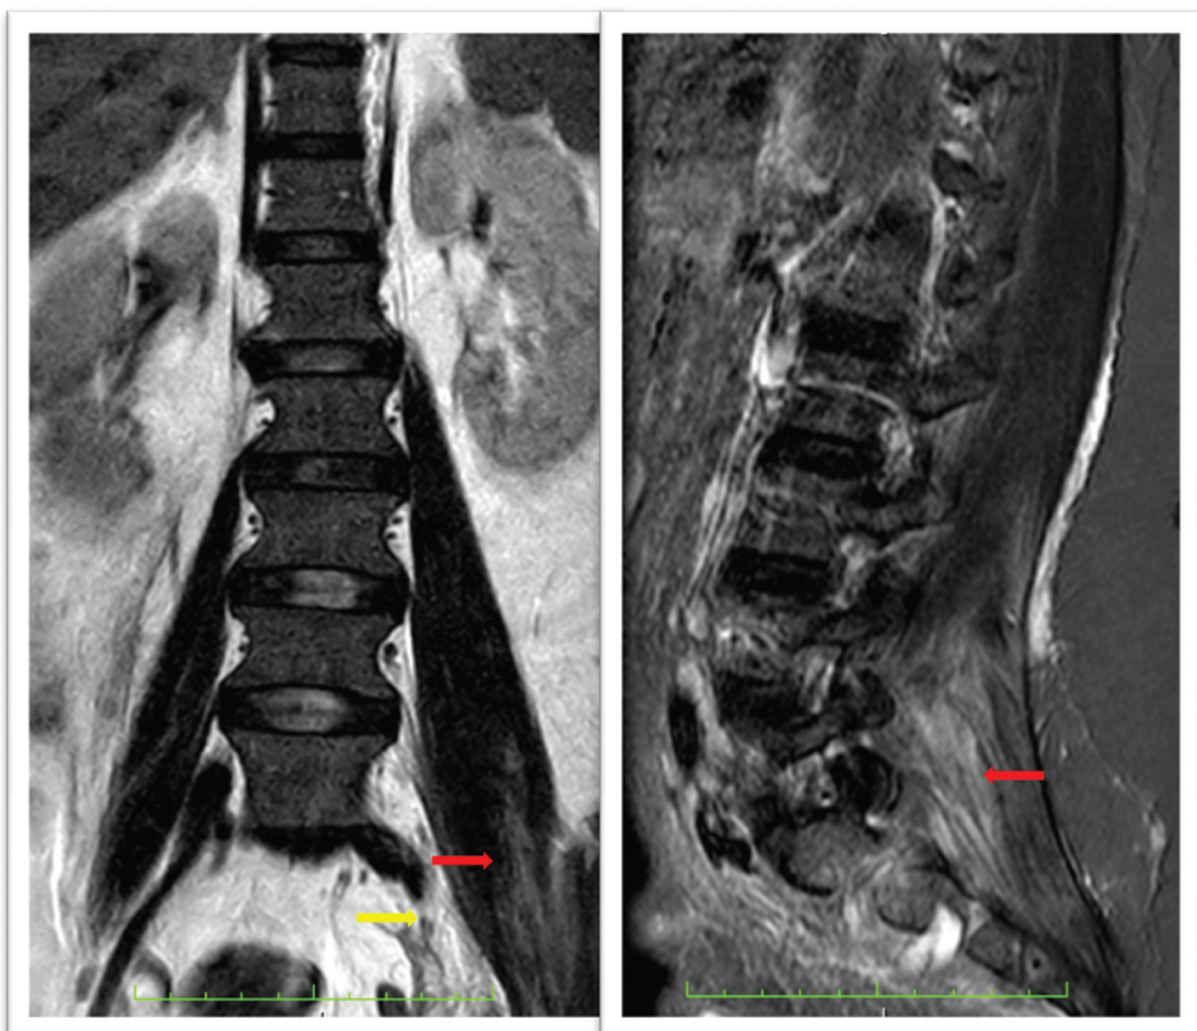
Resonancia magnética de columna lumbar coronal (T2) (izquierda) y sagital (*short inversión time recovery* [STIR]) (derecha) en la que se aprecian cambios inflamatorios en partes blandas adyacentes a la articulación sacroilíaca (flecha amarilla), hasta la musculatura paravertebral de L3, y colección laminar en el músculo Iliaco izquierdo (flechas rojas).
